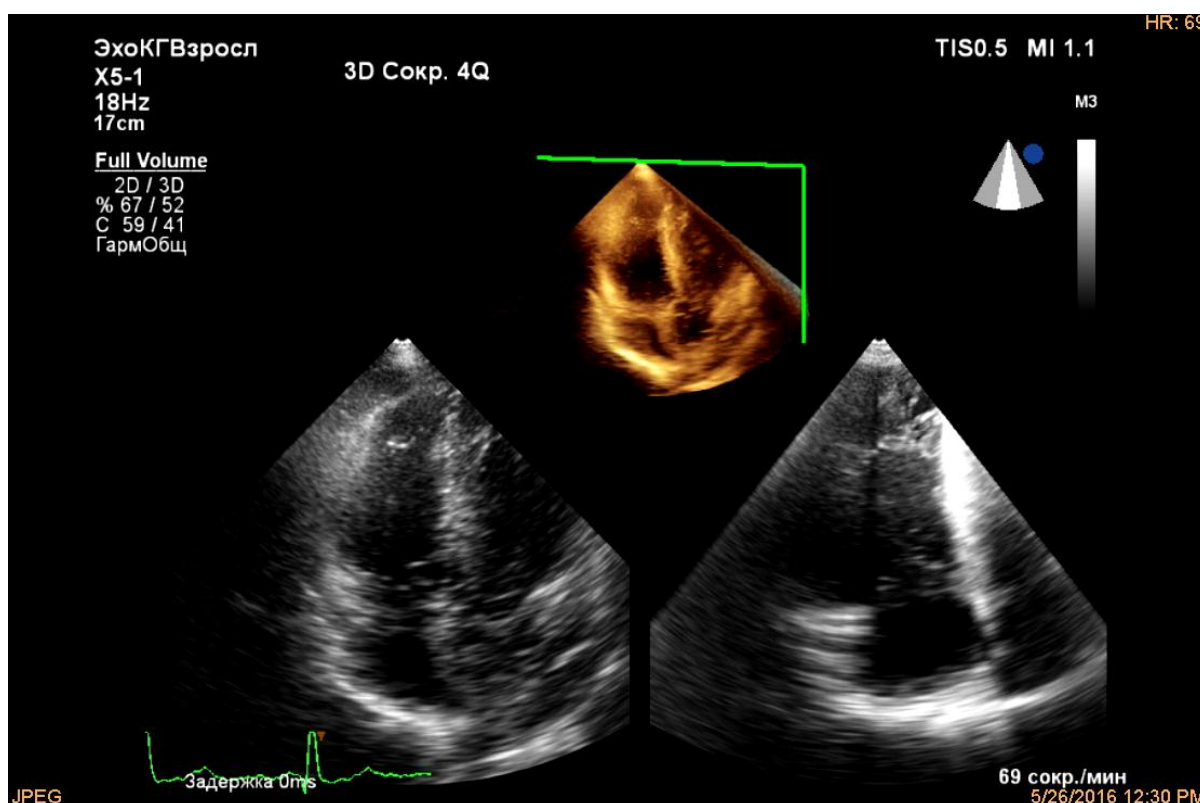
3D-Эхокардиограмма больного С., 34 г., апикулярная позиция
